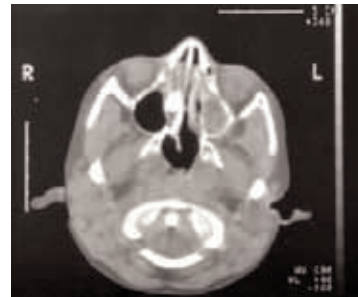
TDM (forme osseuse)
